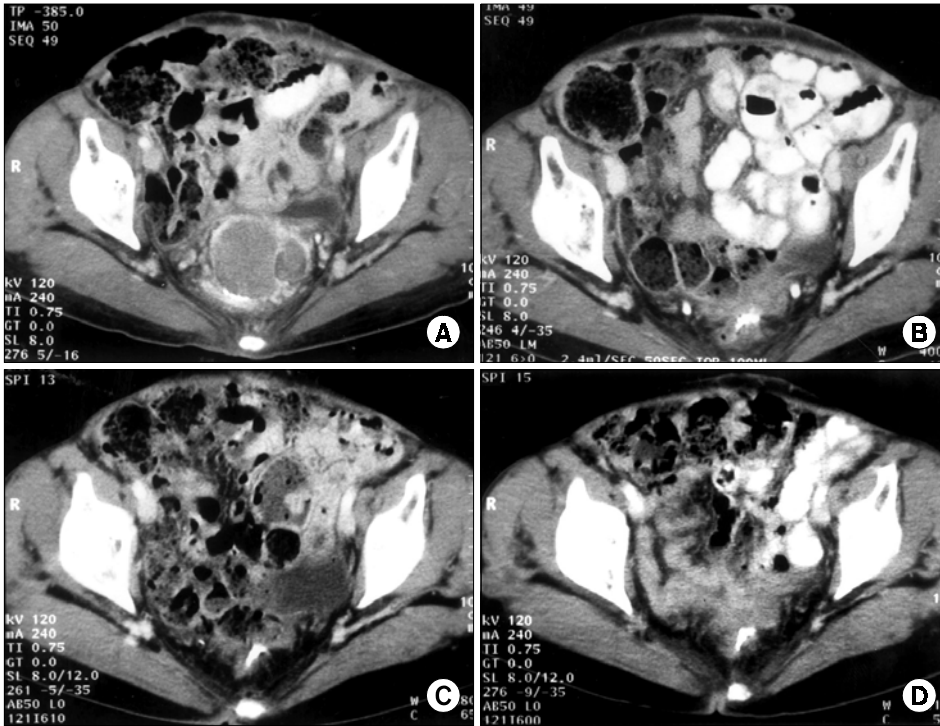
In pelvic CT scan, (A) At admission, 7×5cm sized mass with ascites are present in pelvic cavity (B) Marked decreased pelvic mass after 4th chemotherapy (C) Small amount of ascites in pelvic cavity on follow-up CT obtained 5 months after 12th chemotherapy (D) 2-years later from operation - no evidence of recurrence.
